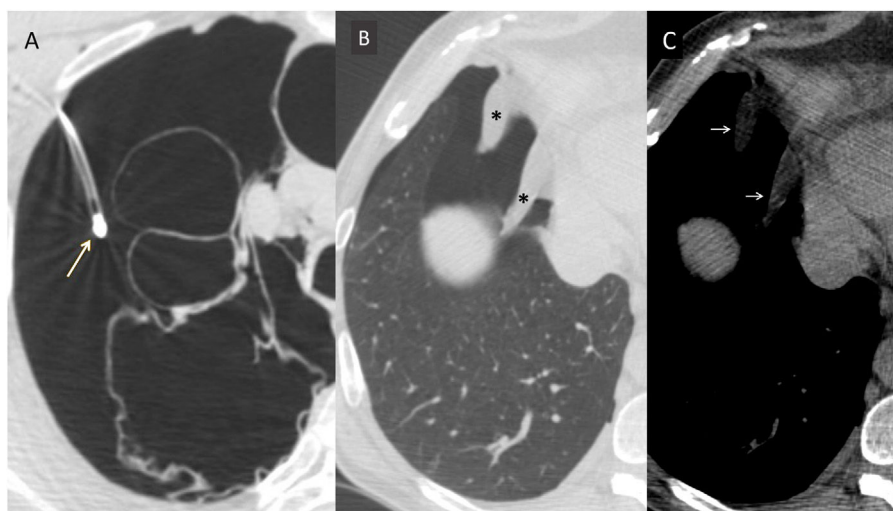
Apéndices pleurales. Varón de 57 años con neumotórax bilateral. Se realizó una tomografía computarizada (TC) torácica para descartar que la punta del drenaje pleural estuviera dentro de una bulla. A) Imagen axial de TC con neumotórax, bullas y neumomediastino. La punta del drenaje pleural derecho se identifica en la cavidad pleural (flecha). B) Imagen axial de TC de la base derecha con ventana de pulmón que muestra el neumotórax derecho y unas estructuras pediculadas (*) colgando del seno cardiofrénico derecho. C) Las estructuras tienen densidad grasa (flechas en C) y corresponden a grasa extrapleural rodeada de pleura parietal. Nos hemos permitido llamar a esta grasa pediculada “apéndices pleurales”.
